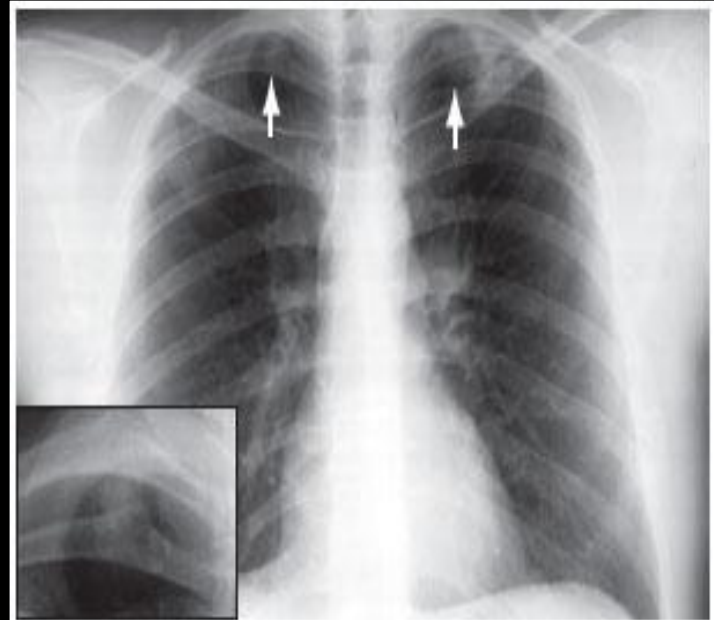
Chest X-ray at two months after the onset of symptoms revealing condensation in both lung apices and mild left hilar lymph node enlargement. The insert shows the injury in the right apex.
